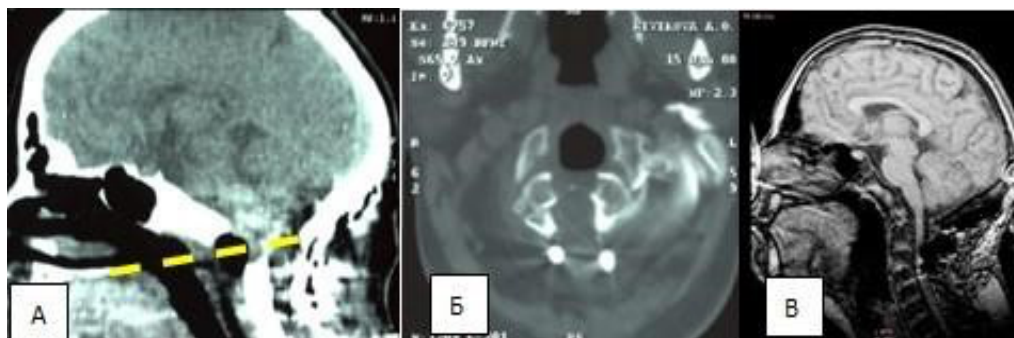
МРТ и СКТ пациентки Н. после операции: А – СКТ сразу после операции в аксиальной проекции; Б – СКТ сразу после операции в сагиттальной проекции; В – МРТ через 2 мес. после операции в сагиттальной проекции. Отмечается декомпрессия передних отделов спинного мозга. Желтый пунктир – линия Чемберлена.
